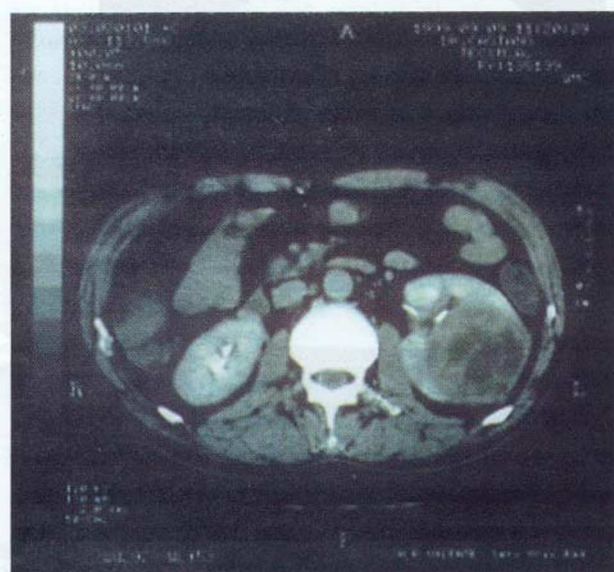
TC abdominal efectuada em 9/99 revelando um exuberante abscesso no rim esquerdo
